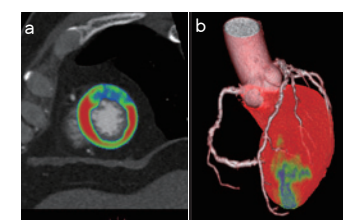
GSI Cardiac を用いた心筋灌流評価 (a) ヨード密度画像のカラー表示 / (b) Volume rendering による冠動脈 CT と心筋灌流 CT の融合画像。ヨード密度画像 (a) により心尖部寄りの左室前壁に心筋灌流低下を明瞭に認める。冠動脈 CT との融合画像 (b) を作成することによりその責任血管の評価も容易となっている。
